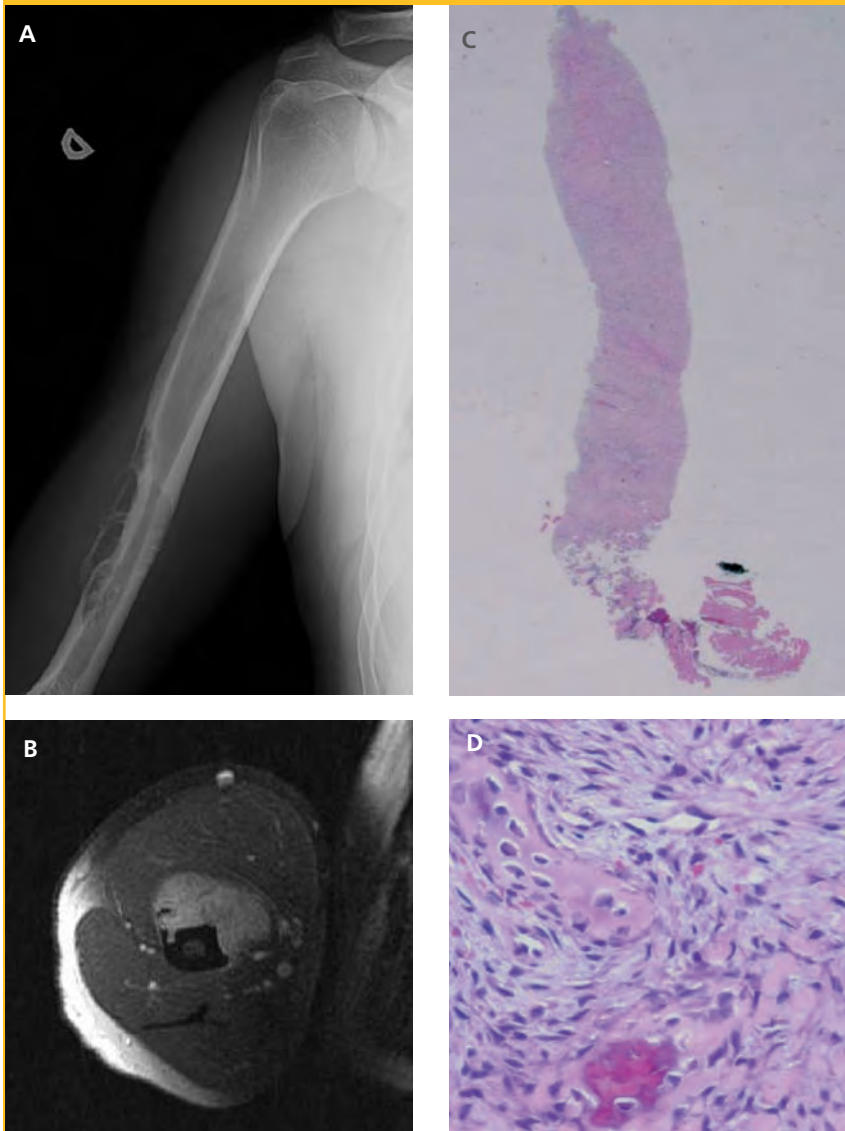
Paciente de 43 años con un dolor en el brazo derecho. (A) La radiografía simple demuestra una lesión osteolítica, que probablemente se origina en la superficie ósea en el tercio medio de la diáfisis humeral. (B) La RM confirma la lesión y las partes blandas adyacentes. (C) Se realizó una biopsia con Tru-cut, y el cilindro de tejido es suficiente para un diagnóstico de presunción de osteosarcoma de bajo grado. Correlacionando las imágenes con la anatomía patológica, el diagnóstico definitivo es un osteosarcoma yuxtacortical de la diáfisis del húmero. (D) El estudio histopatológico de la pieza tras la resección del tumor confirma el hallazgo de la biopsia con Tru-cut.
